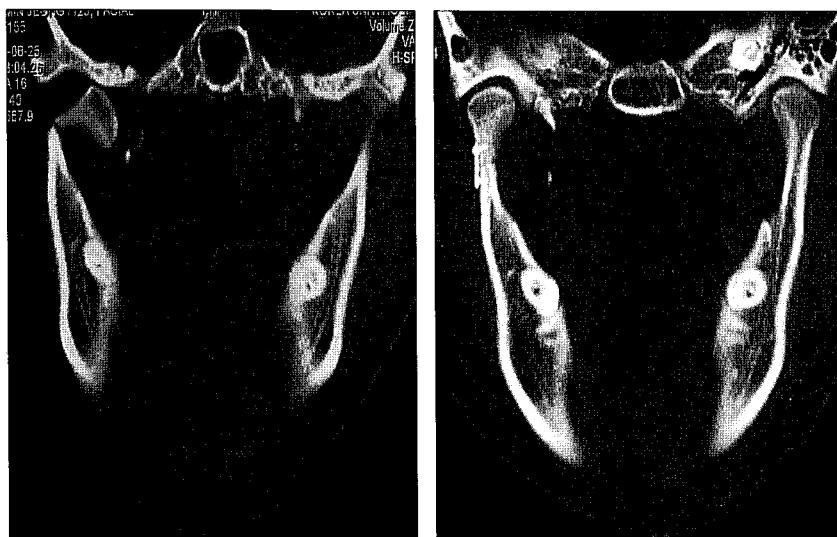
A 21-year-old female patient with subcondylar fracture on the right side. (Left) Preoperative coronal computed tomography demonstrated an extracapsular fracture with condylar subluxation to the middle cranial fossa. The length of the extracapsular proximal fracture fragment was found to be sufficient to anchor proximal plate fixation screws. (Right) Postoperative coronal computed tomography; confirmation of the anatomic correction of the unilateral fracture.
